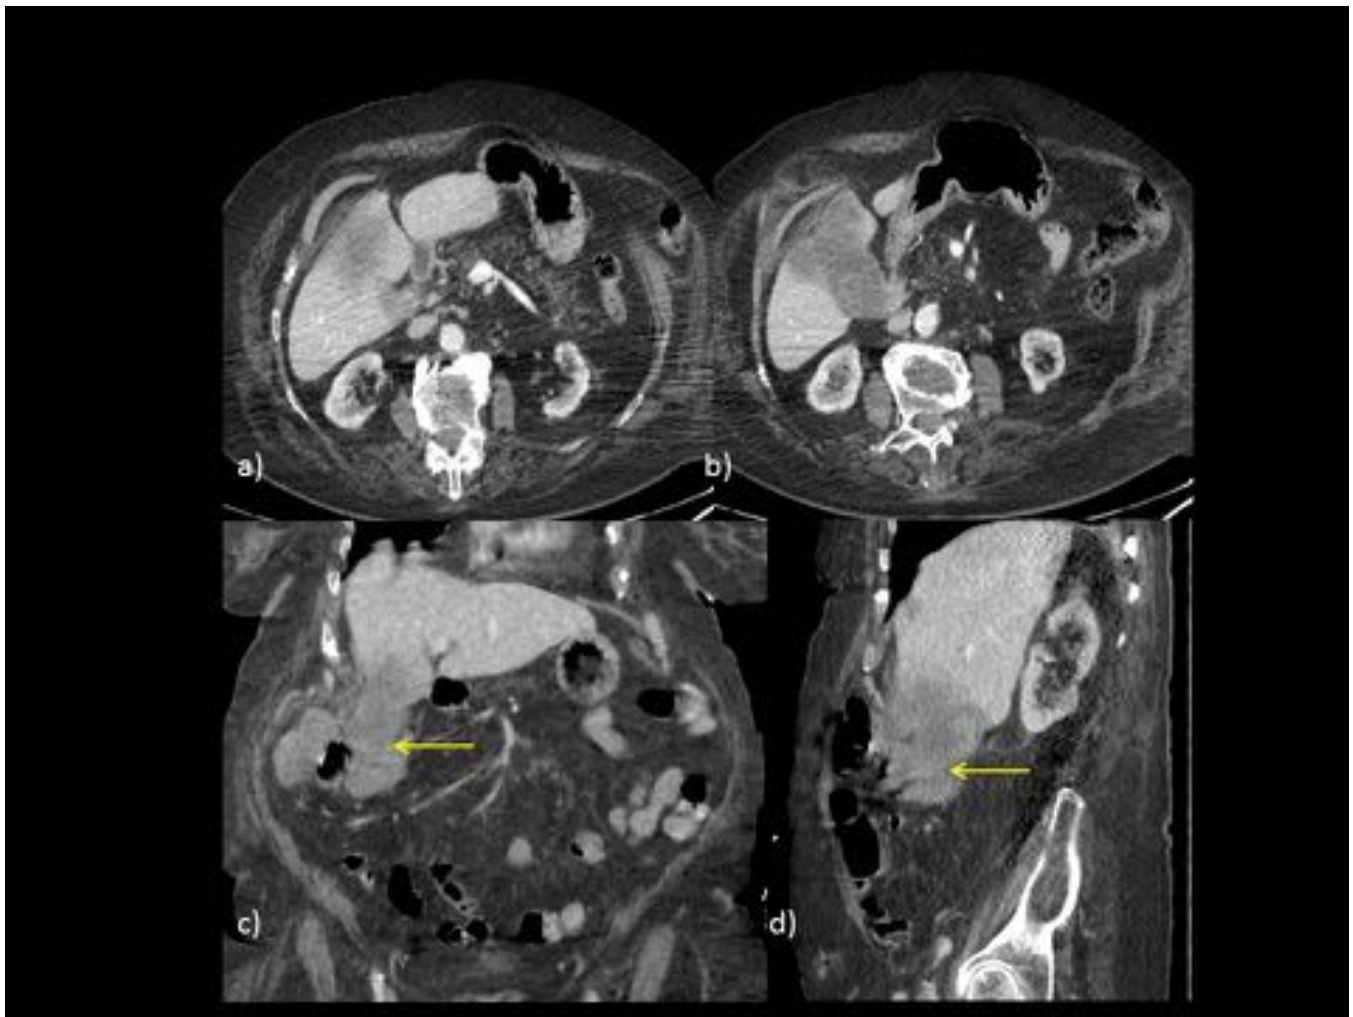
TC con CIV. Imágenes axiales (a y b), coronal (c) y sagital (d), donde se observa masa heterógea, hipodensa, con mayor realce en la periferia de la lesión, que infiltra vesícula biliar, segmentos hepáticos adyacentes (IVb y V) y ángulo hepático del colon (flecha amarilla en c y d).
